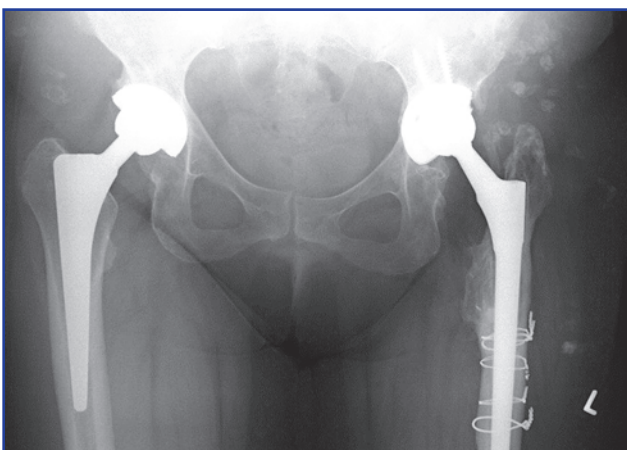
Рентгенограма обох кульшових суглобів хворої К. через 14 місяців з моменту останнього оперативного втручання на лівому КС та 4 дні з моменту тотального ендопротезування правого КС. Алокістка інтегрована в оточуючу кісткову тканину без ознак резорбції навколо, ознак нестабільності компонентів ендопротеза не виявлено
